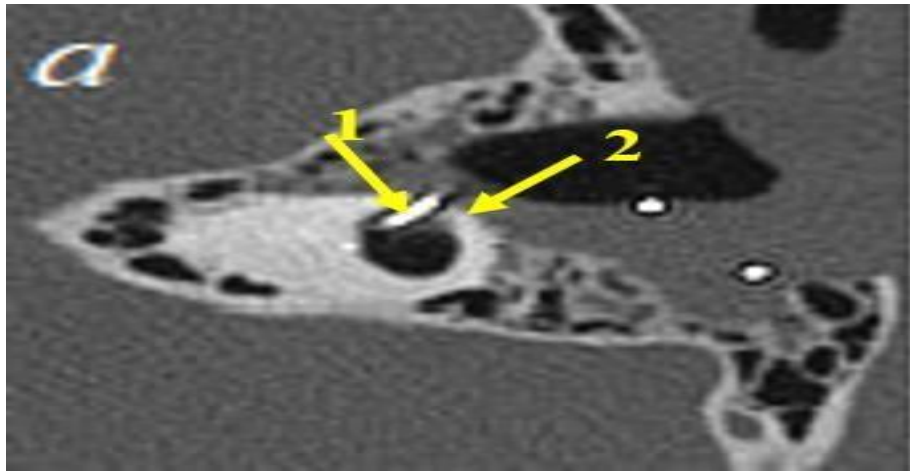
а МСКТ височной кости пациента Г. (контрольное исследование): начальное проведение электродной решетки (1) через доступ в области рудиментарного выступа горизонтального полукружного канала (2)
